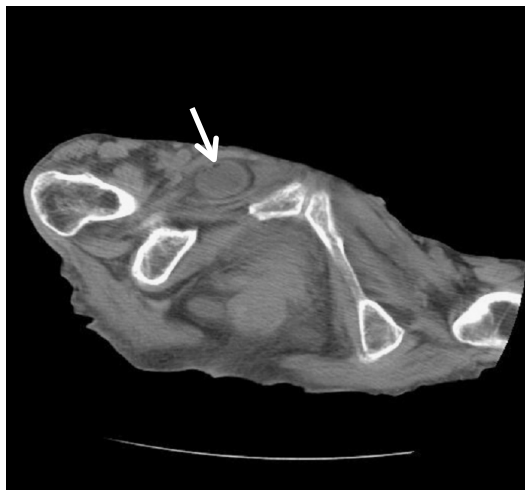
Plain pelvic CT. A40×30-mm, well-demarcated, homogeneous, ovoid mass (arrow) was observed between the right pectineus and external obturator muscles in the slice at the level of the pubic symphysis. The gap between the right external obturator and pectineus muscles was more than 10 mm distended.
